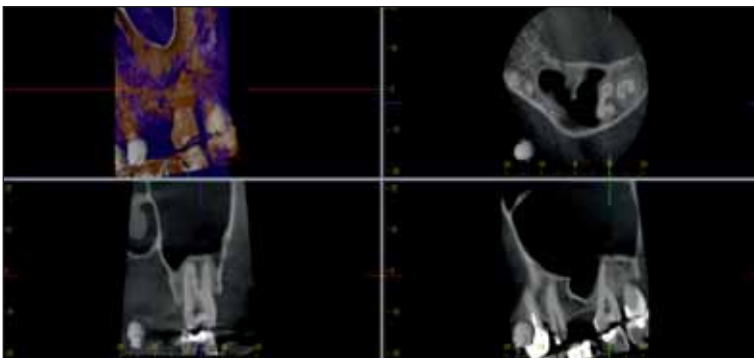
Vizualizarea relației cu sinusul a unui molar superior (imagini CBCT)
